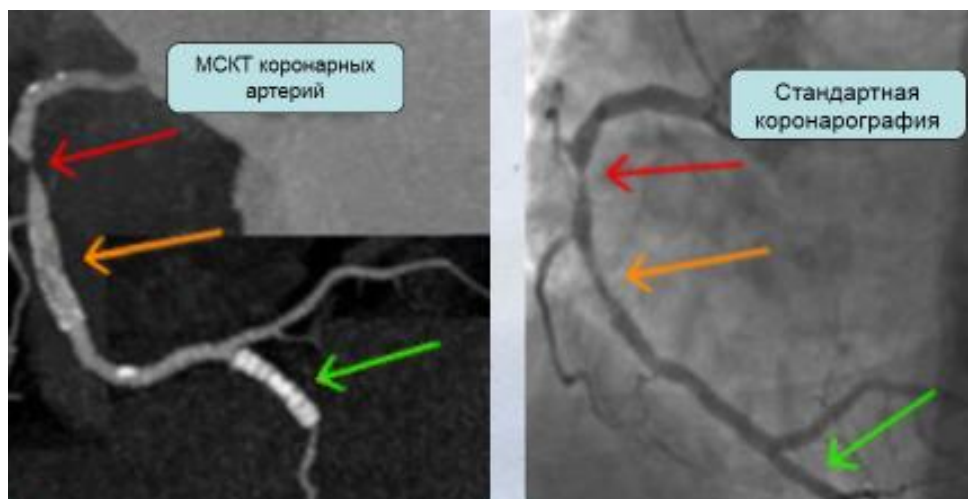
Сравнение стандартной коронарографии и мультиспиральной компьютерной томографии коронарных артерий
